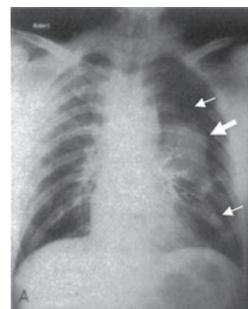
Enfoque anteroposterior de radiografía de tórax en que se comprueba la opacidad del lóbulo superior izquierdo. Las tres flechas señalan el borde del pulmón izquierdo que está caído en la cavidad torácica, parcialmente ocupada por aire como consecuencia de la punción pulmonar previa que le habían realizado al Dr. Gilmore. La flecha más gruesa apunta a la "sombra" u opacidad que corresponde al tumor.
